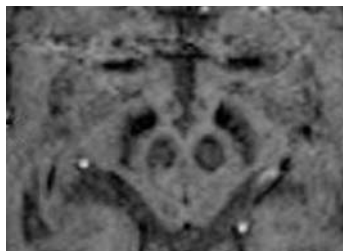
МРТ-визуализация ЧС у пациента с БП (режим SWI, отсутствие нигросомы-1 с обеих сторон).
